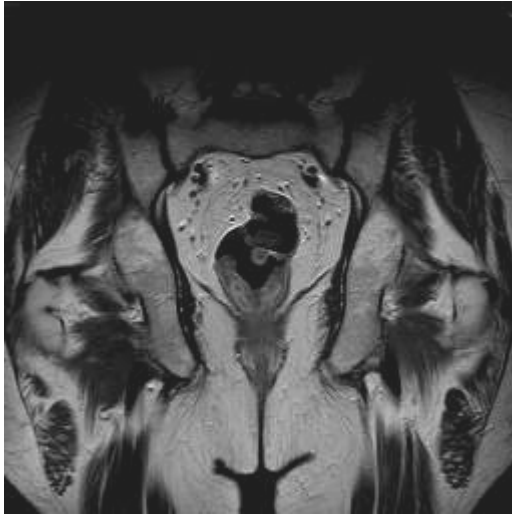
MRT coronar T2 N0
